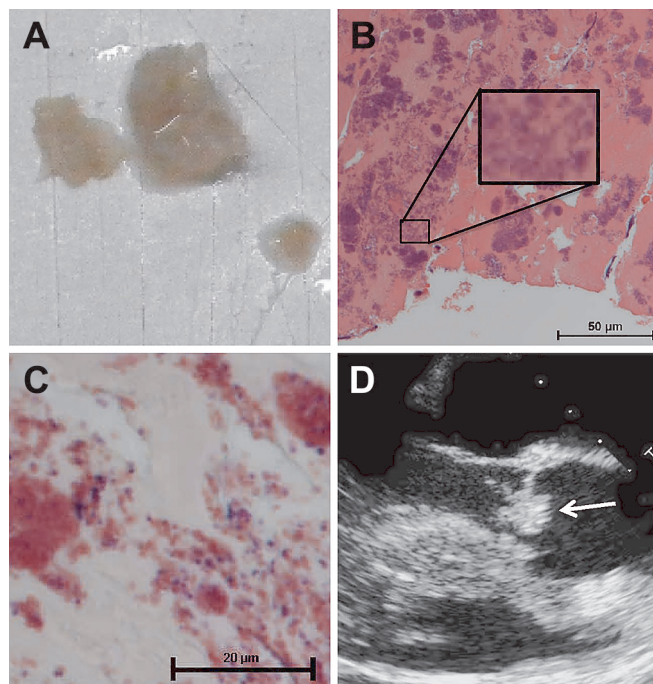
Images of the thrombi and transesophageal echocardiography (TEE) of case 1.
